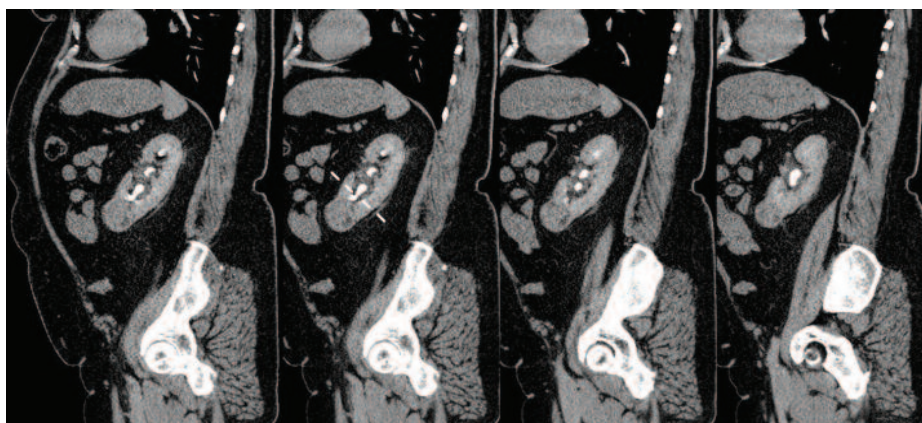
МСКТ органов брюшной полости. Коралловидный конкремент левой почки; опухоль нижнего полюса левой почки до 4 см. Пунктиром отмечен необходимый уровень резекции
